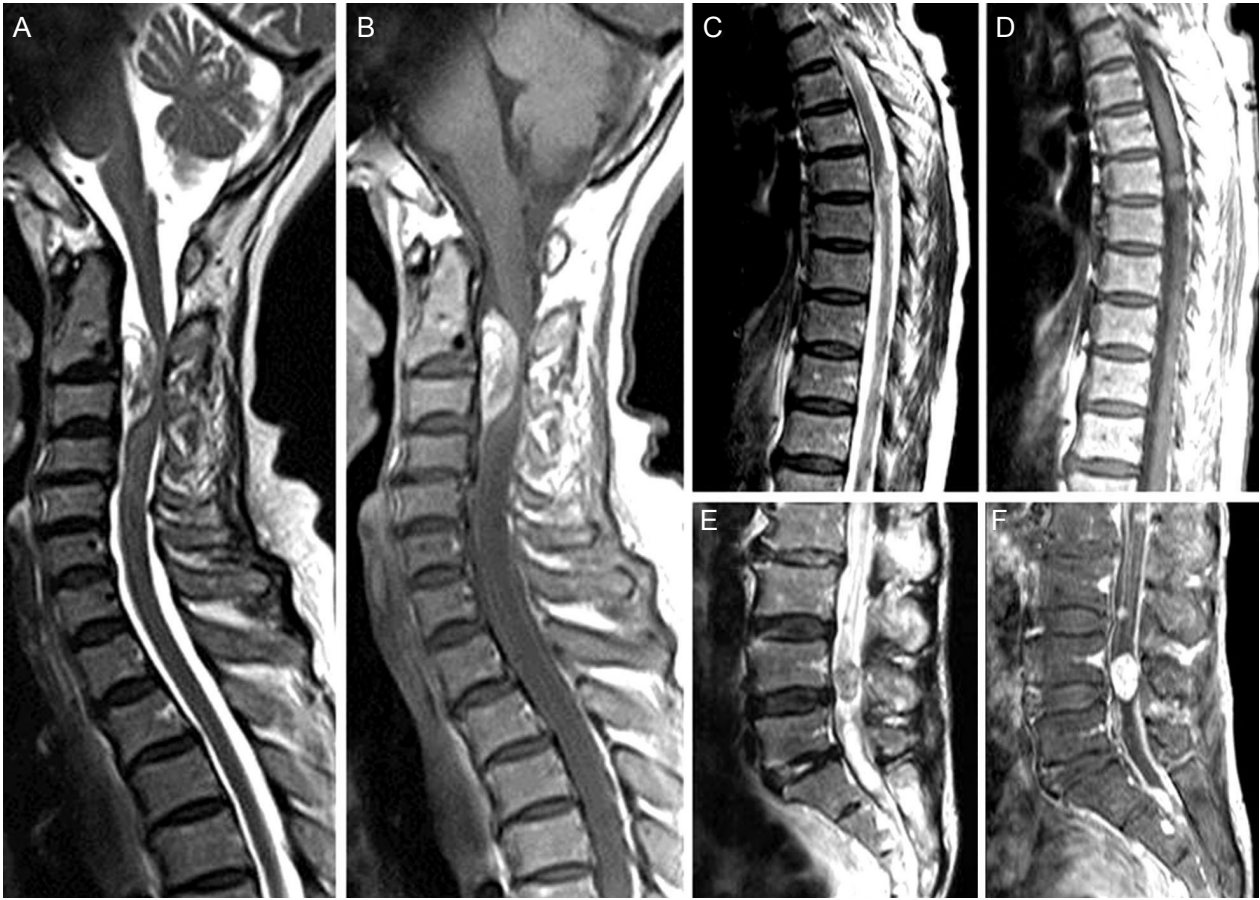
MRIs of the spine. Those show intradural mass as heterogeneous signal intensity on T2 weighted (A) and irregular enhancement on T1 weighted enhanced MRI (B) at the level of C2-3 segments with cord compression. There are also multiple masses in thoracic and lumbosacral regions, which are more pronounced in T1 weighted enhanced MRI (D, F) than T2 weighted image (C, E).
